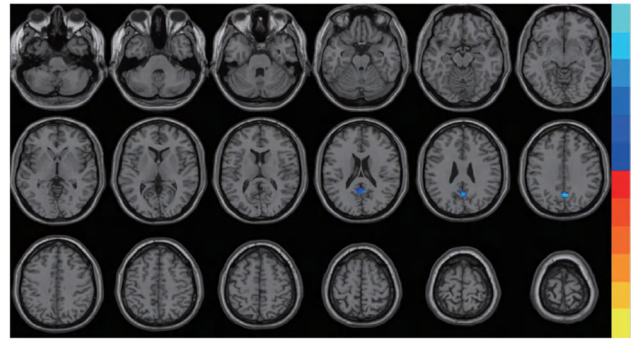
MRI-TLE 组与 HC 组功能连接差异图
